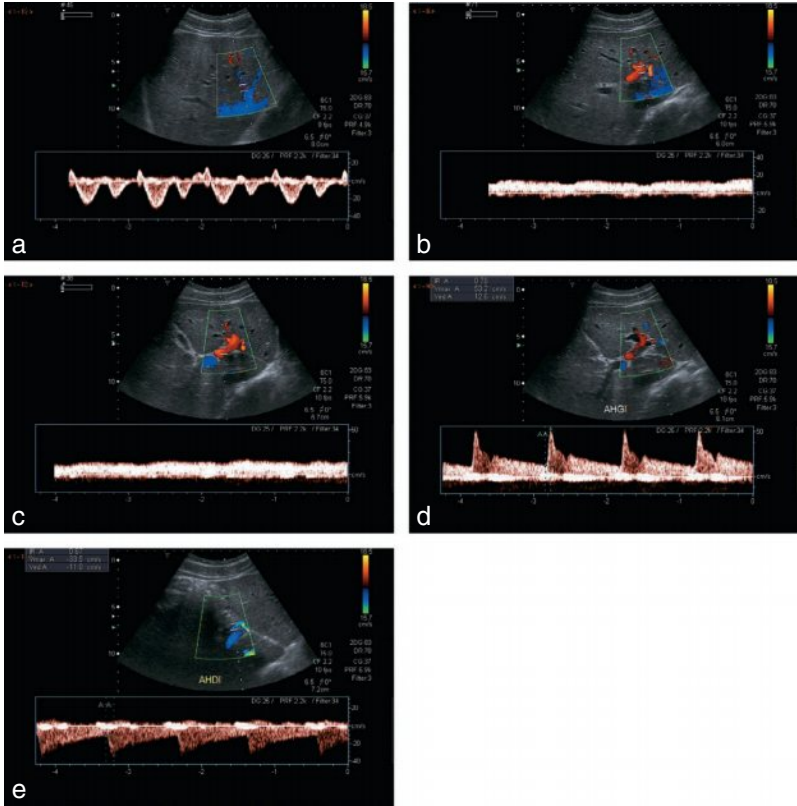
Écho-Doppler hépatique.
